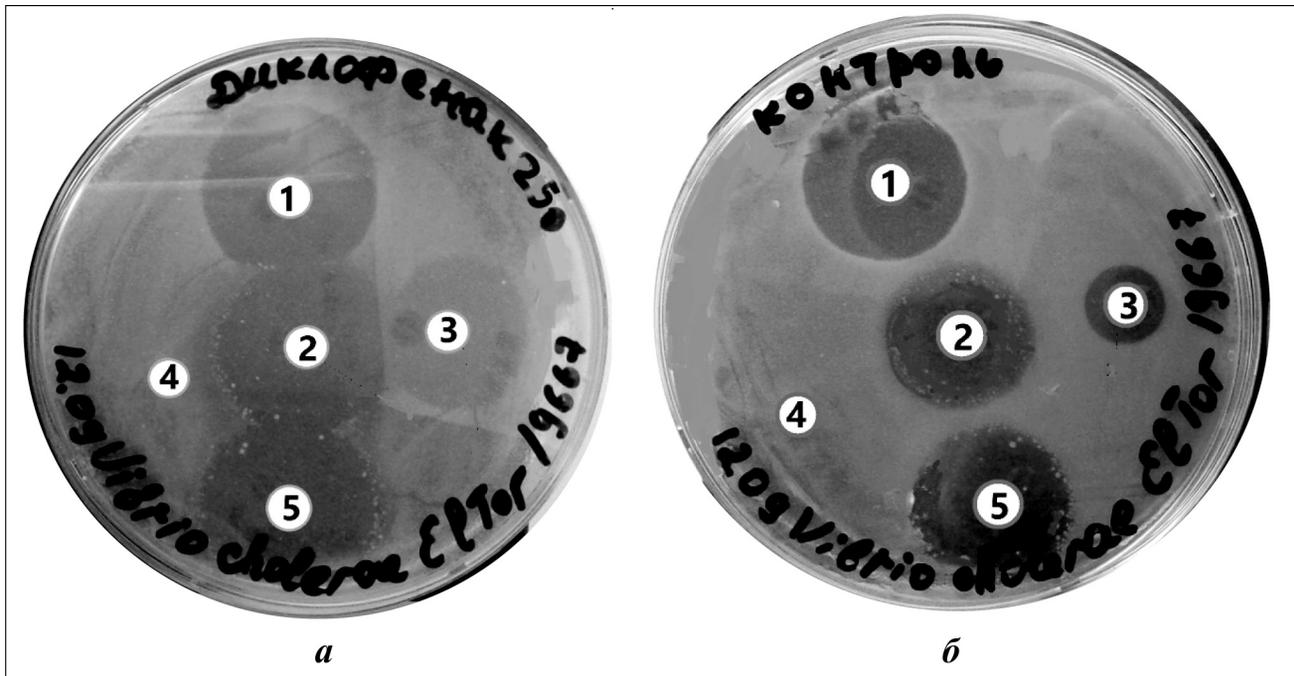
Определение антибиотикочувствительности штамма *V.cholerae* O1 El Tor 19667 диско-диффузионным методом.
